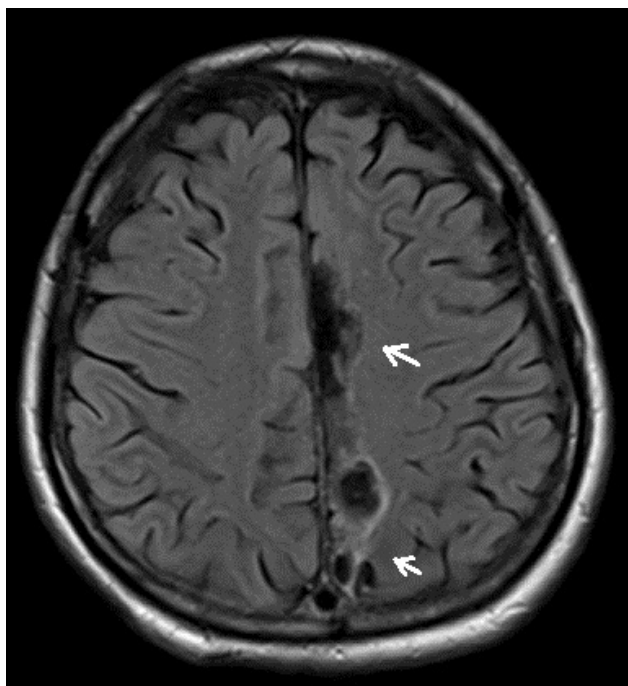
腦創傷後 20 個月之核磁掃描攝影檢查。腦部核磁共振快速液體衰減反轉恢復影像（FLAIR）水平切面顯示，在大腦中線左側的明顯黑色陰影，即為前額葉與頂葉外傷後的腦軟化症。
